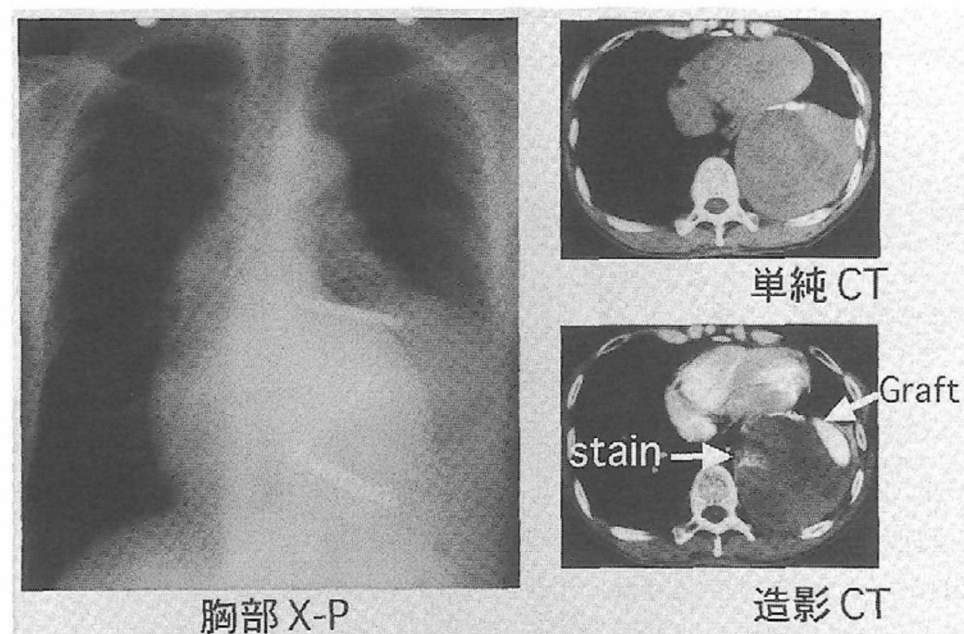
今回の術前胸部 X-P ならびに CT 所見
